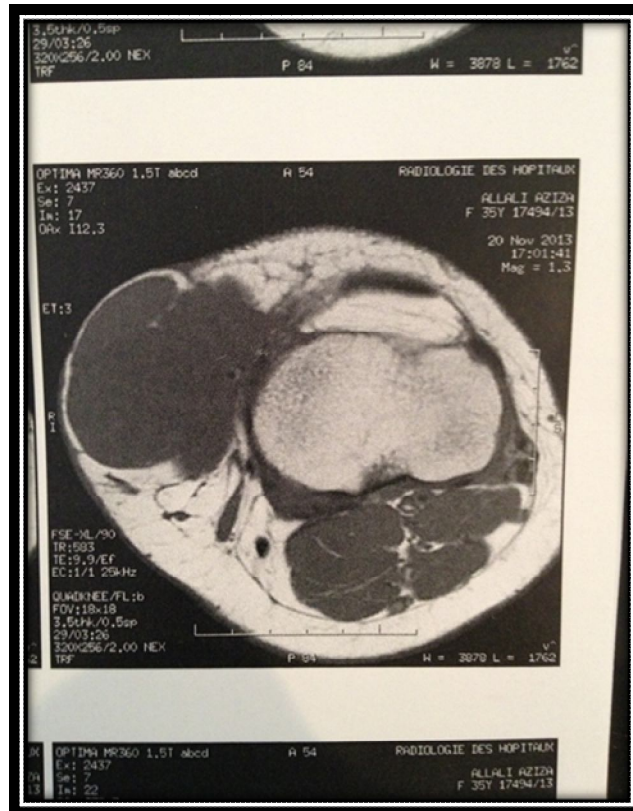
IRM d'une tuméfaction de la face postérieure de la cuisse.
